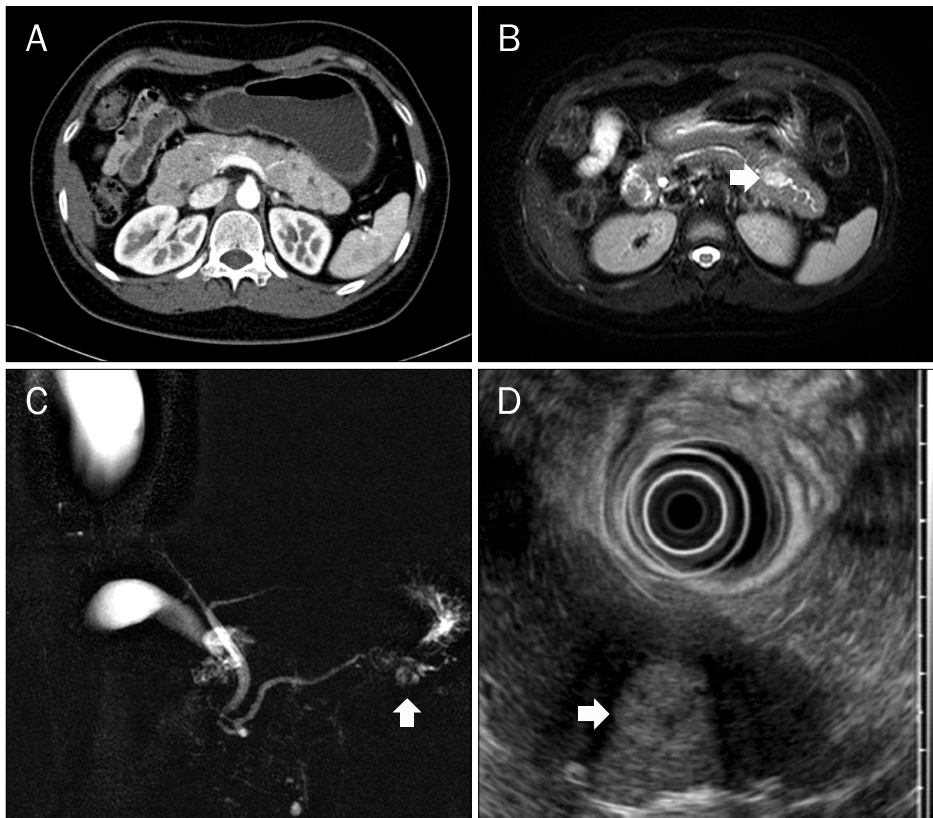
Imaging studies for pancreatic mass. (A) CT scan shows slightly enhanced pancreatic tail parenchyma with dilated pancreatic duct, but definite cystic or mass-like lesion is not seen. (B) T2-weighted image of MRI shows an enhancing cystic lesion in the pancreas tail (arrow) along with distal pancreatic duct dilatation and irregularity. (C) MRCP shows irregularly dilated pancreatic duct (arrow) upstream to the cystic lesion. (D) Endoscopic ultrasonography shows 14 mm sized poorly demarcated solid hyper-echogenic mass in the pancreas tail (arrow).
